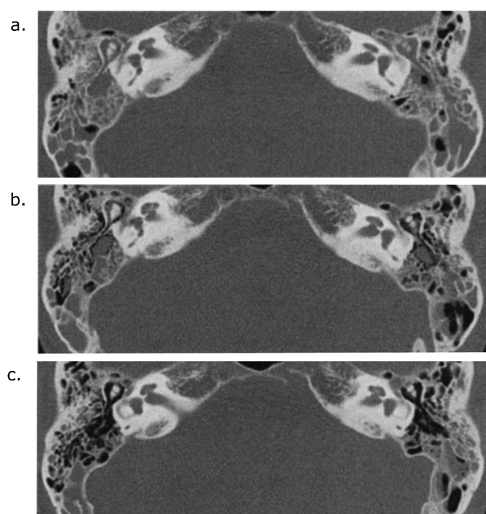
CT scan of case 3.
